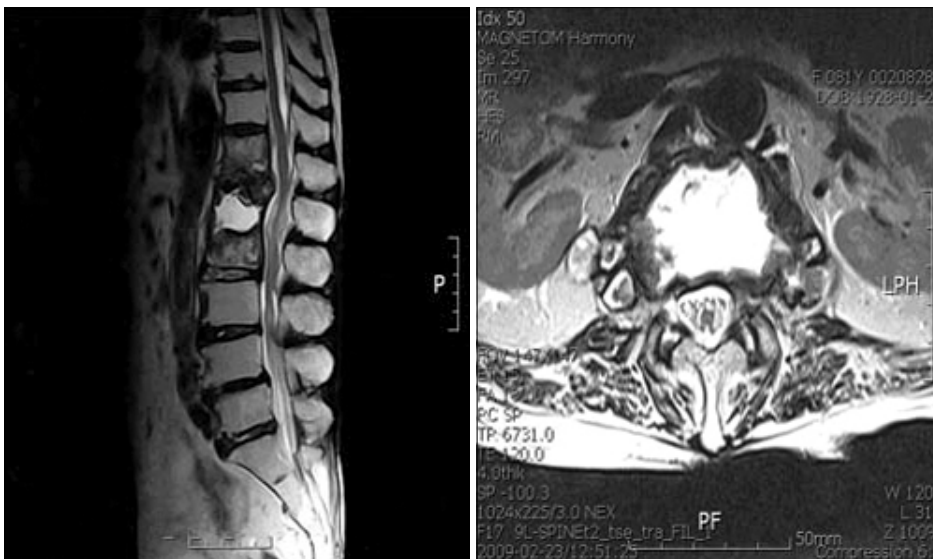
MRI shows infectious spondylodiscitis involving T12, L1, L2 with paravertebral abscess pockets. L1 shows vacuum phenomenon by an extensive bony destruction.
